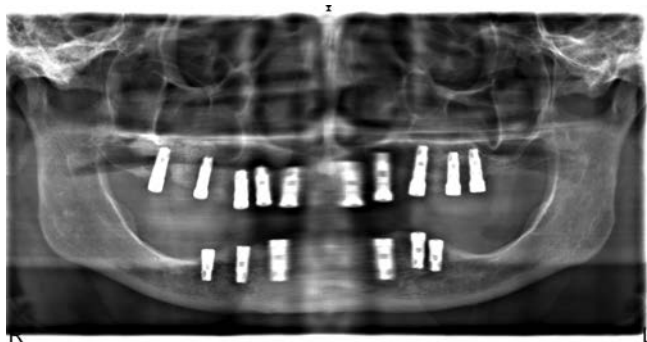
Ортопантомограмма с установленными имплантатами
